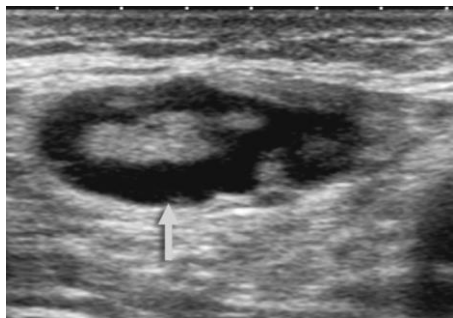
Adenomegalia de aspecto benigno. Ecografía modo B, plano axial inguinal, muestra adenopatía de morfología ovalada, bordes bien definidos, suavemente lobulados, e hilio central graso, en paciente con celulitis distal.
